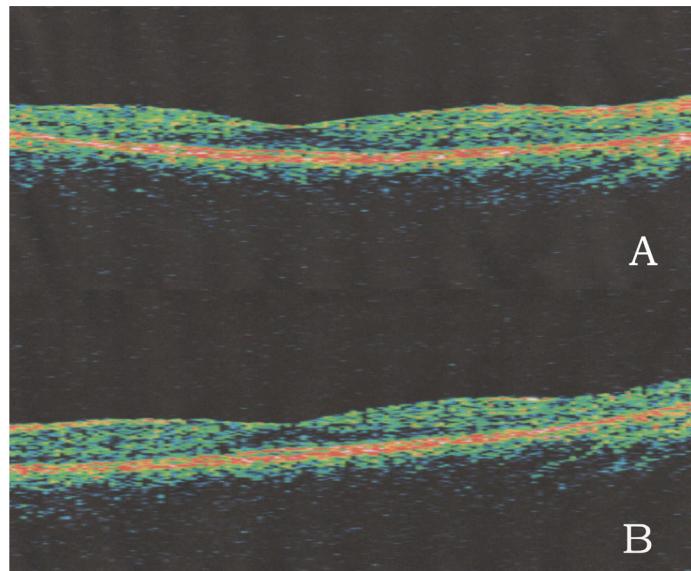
Tomografía de coherencia óptica de ojo derecho (A). y de ojo izquierdo (B). con atrofia macular de ambos ojos.
